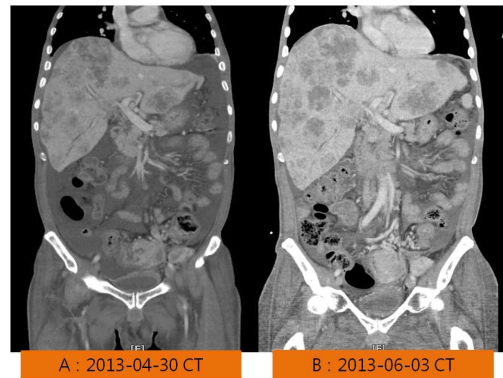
Result of comparison between April 30, 2013 and June 3, 2013 CT images.
